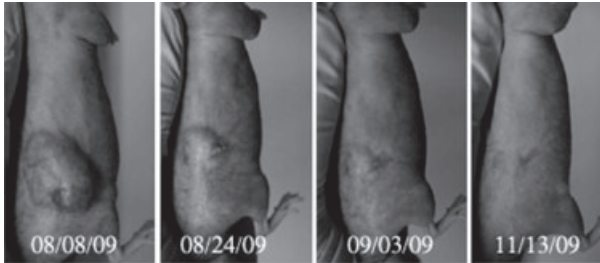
Dramatic regression of breast cancer MDA MB231 tumor treated by PTX-loaded PFCE nanoemulsion and focused 1-MHz CW ultrasound at a rarefactional pressure of 1.74 MPa.
